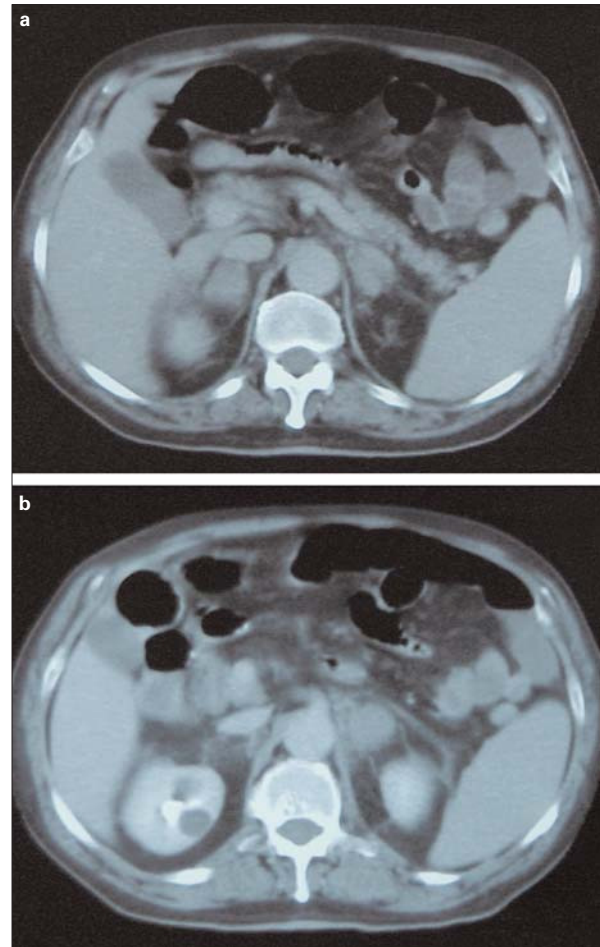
Tomografía axial computarizada abdominal, que pone de manifiesto la suprarrenal derecha (a) y la izquierda (b), aumentadas de tamaño por hemorragia suprarrenal.
